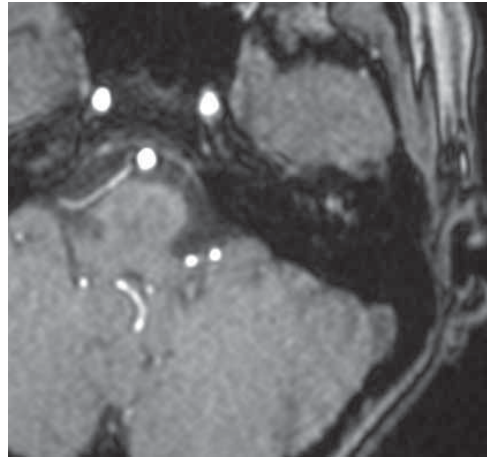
Магнитно-резонансная томография головы пациентки 23 лет, аксиальная проекция, режим T1 с контрастным усилением. Выявлено умеренное накопление контрастного вещества от опухолевого образования (та же пациентка)
